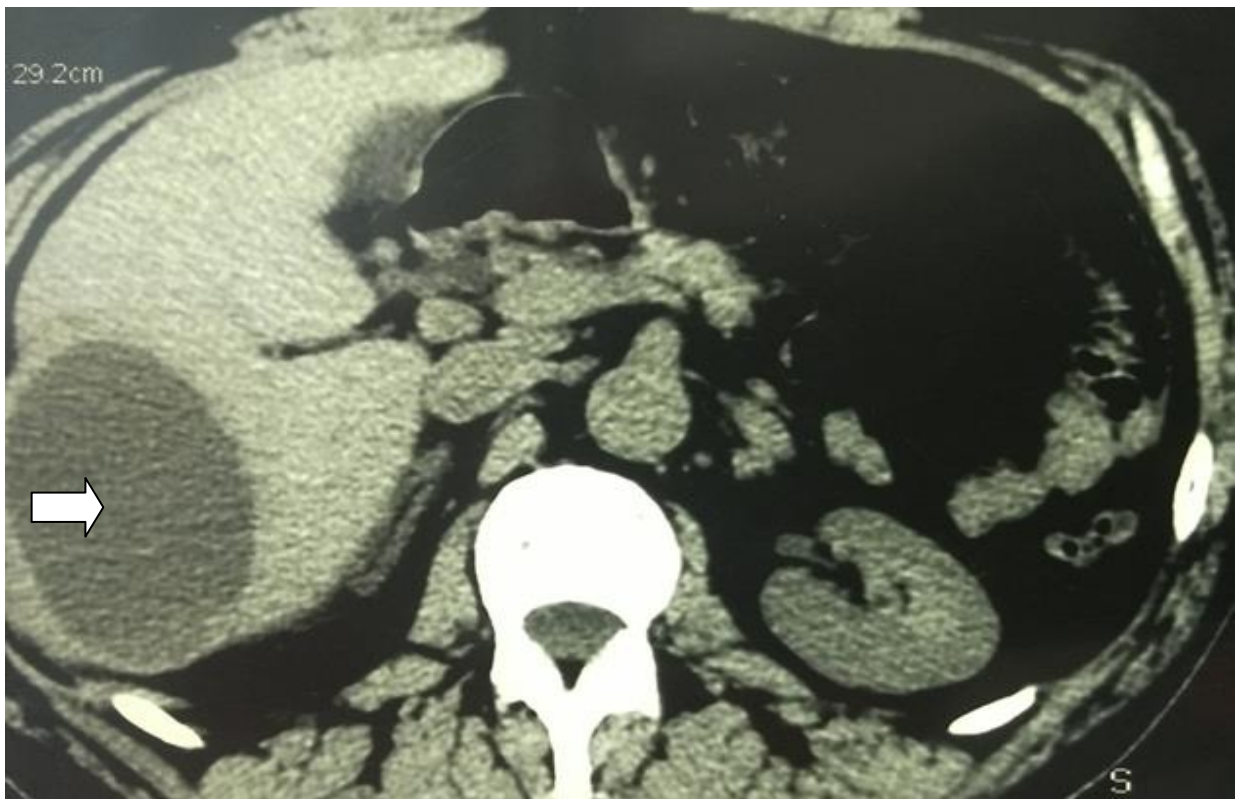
Компьютерная томограмма больной Ф. Картина абсцесса правой доли печени (стрелка).
